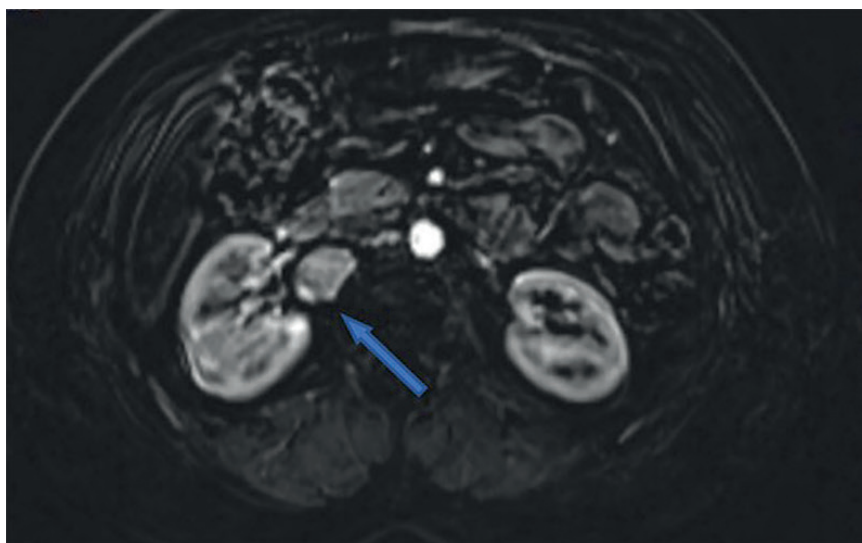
Preoperative axial MRI scan with intravenous contrast showed 3 cm mass located at the level of the right renal hilus.
